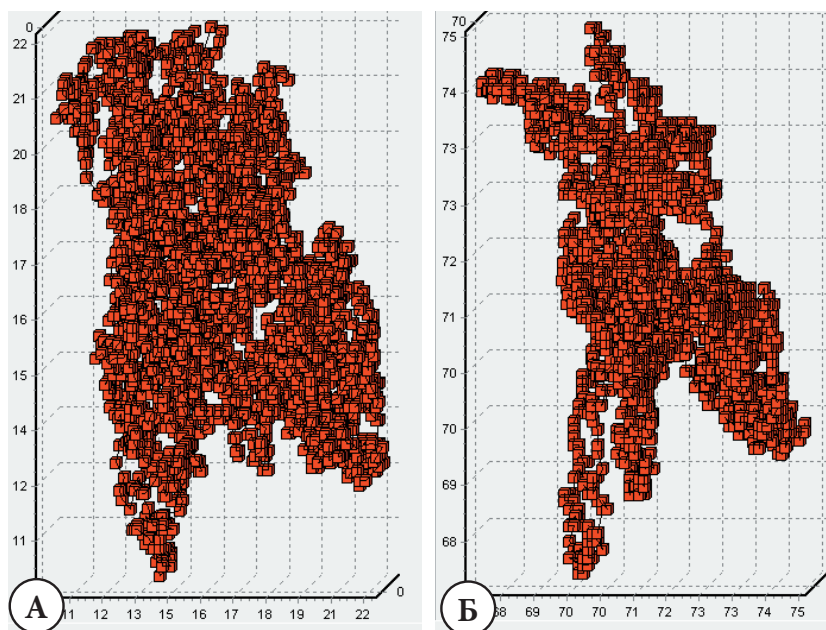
Пациентка Г. 51 года. Нелинейная динамика показателей. А. ЛДФ. Показатели перфузии крови: застойный, гиперемический тип, с отсутствие линейной динамика процесса. Б. ОТО. Показатели тканевой сатурации. Достаточная по объему, но с отсутствием линейной динамики сатурация – умеренная циркуляторная застойная гипоксия за счет веноулярного стаза.
